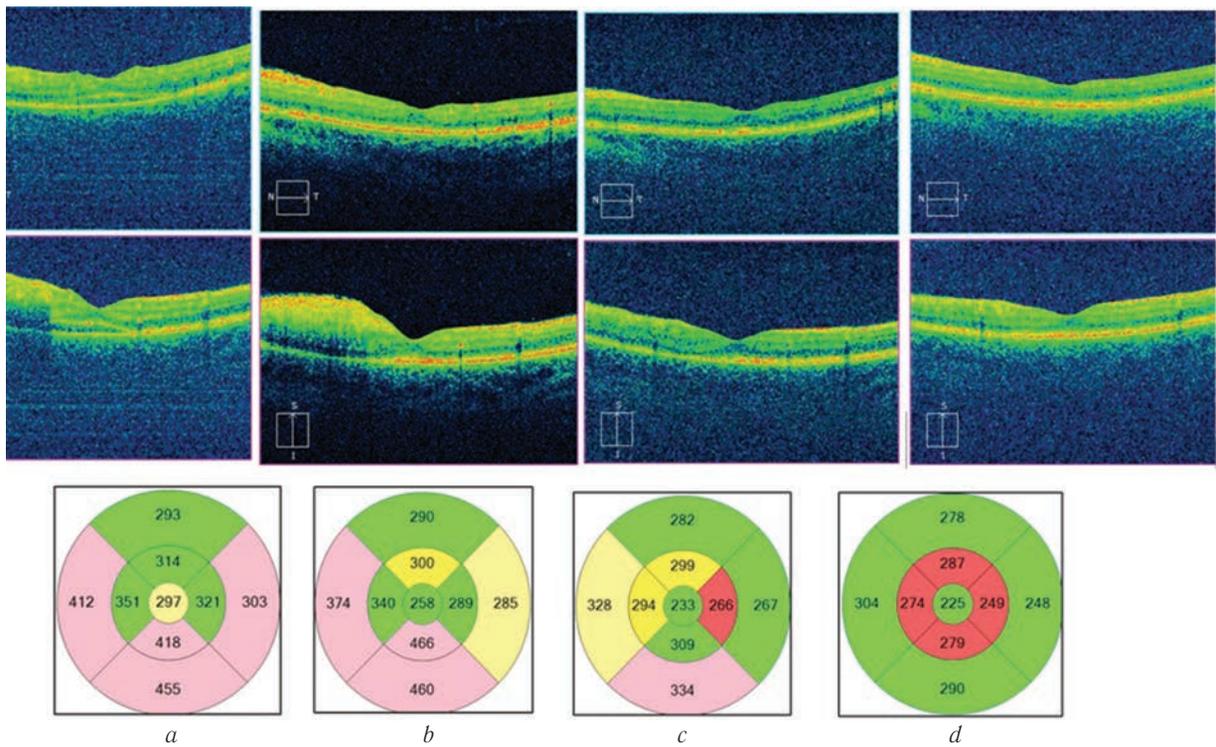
Оптическая когерентная томограмма сетчатки левого глаза в динамике (a — июль, b — август, c — сентябрь, d — ноябрь). Утолщение сетчатки в зоне очага в августе с последующим полным регрессом отёка с нарастанием атрофических изменений нейроэпителия (d)
